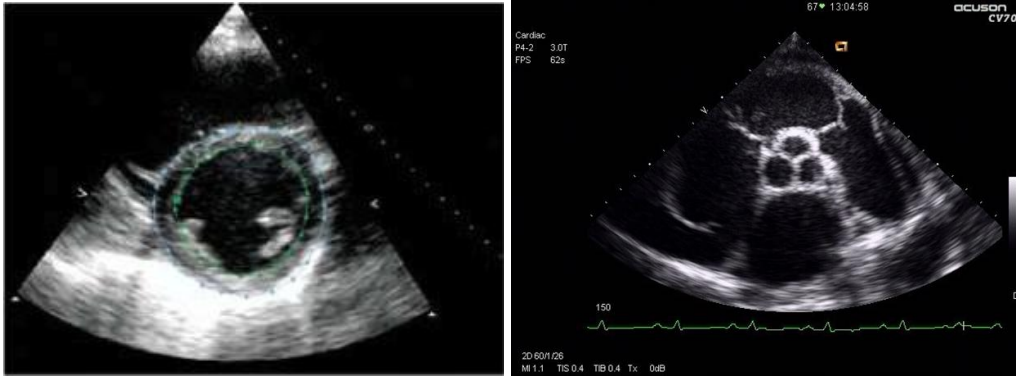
Parasternal kurze Achse (aus 38)
